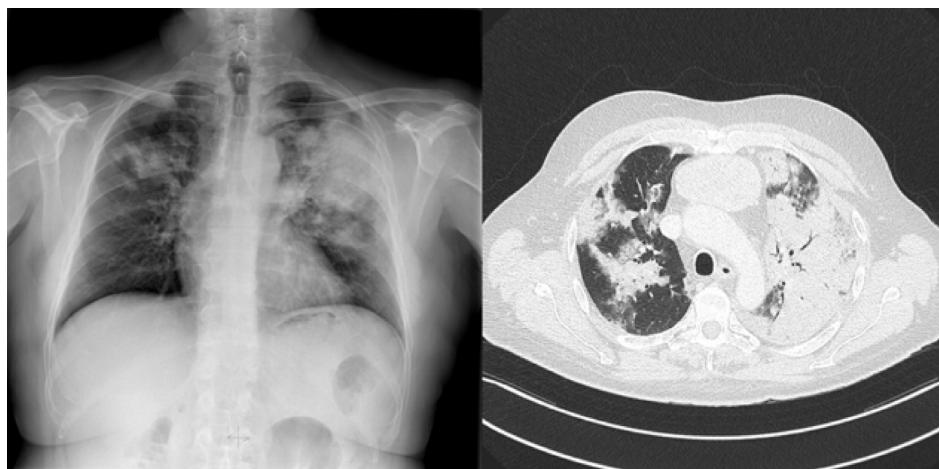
Radiografía simple de tórax y TC torácico con infiltrados pulmonares bilaterales.
